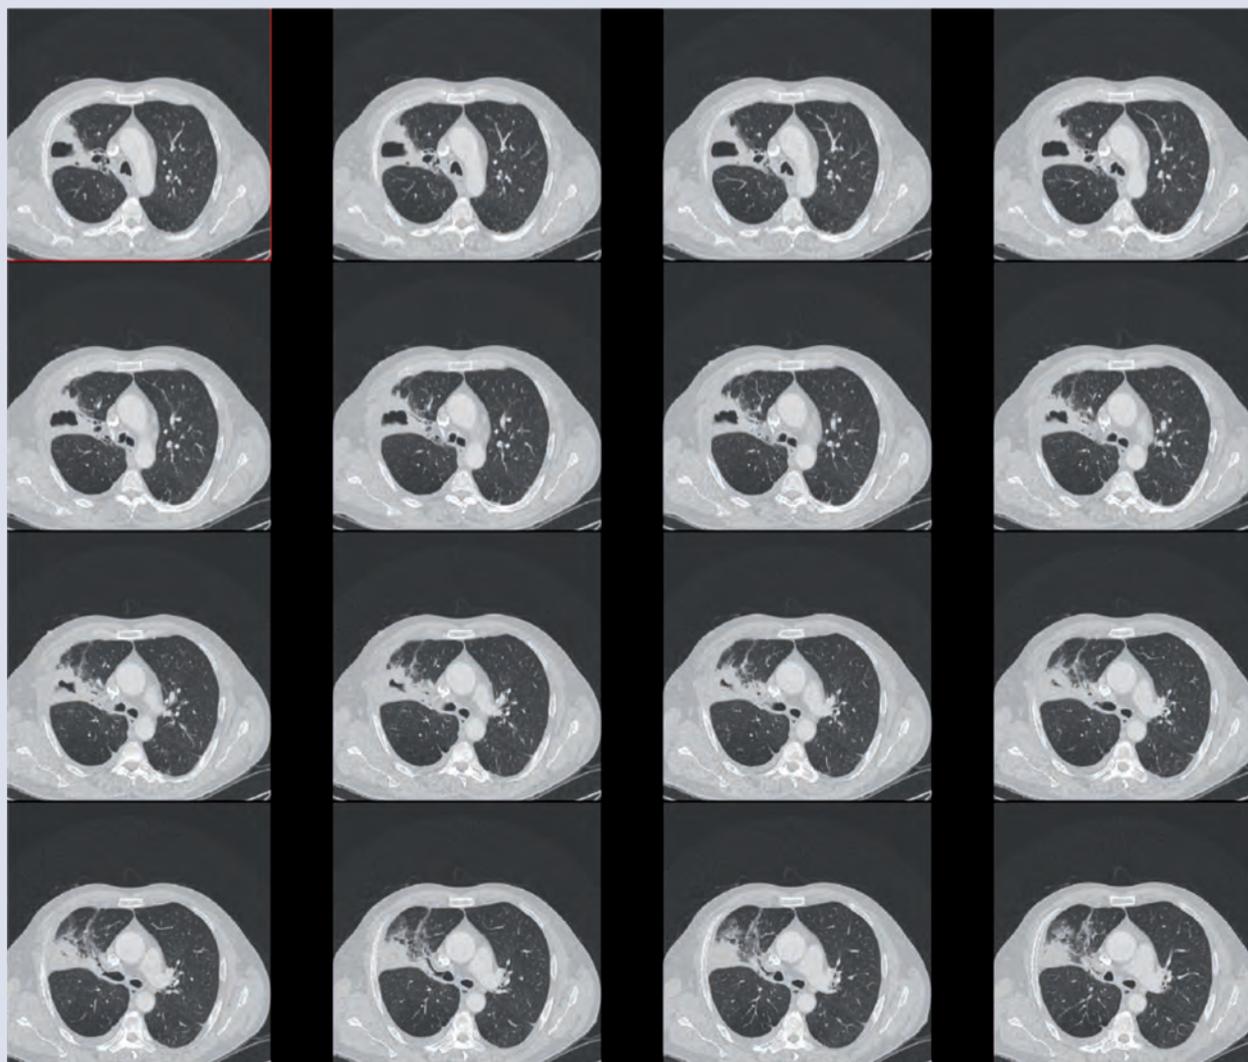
TC torácico al ingreso
